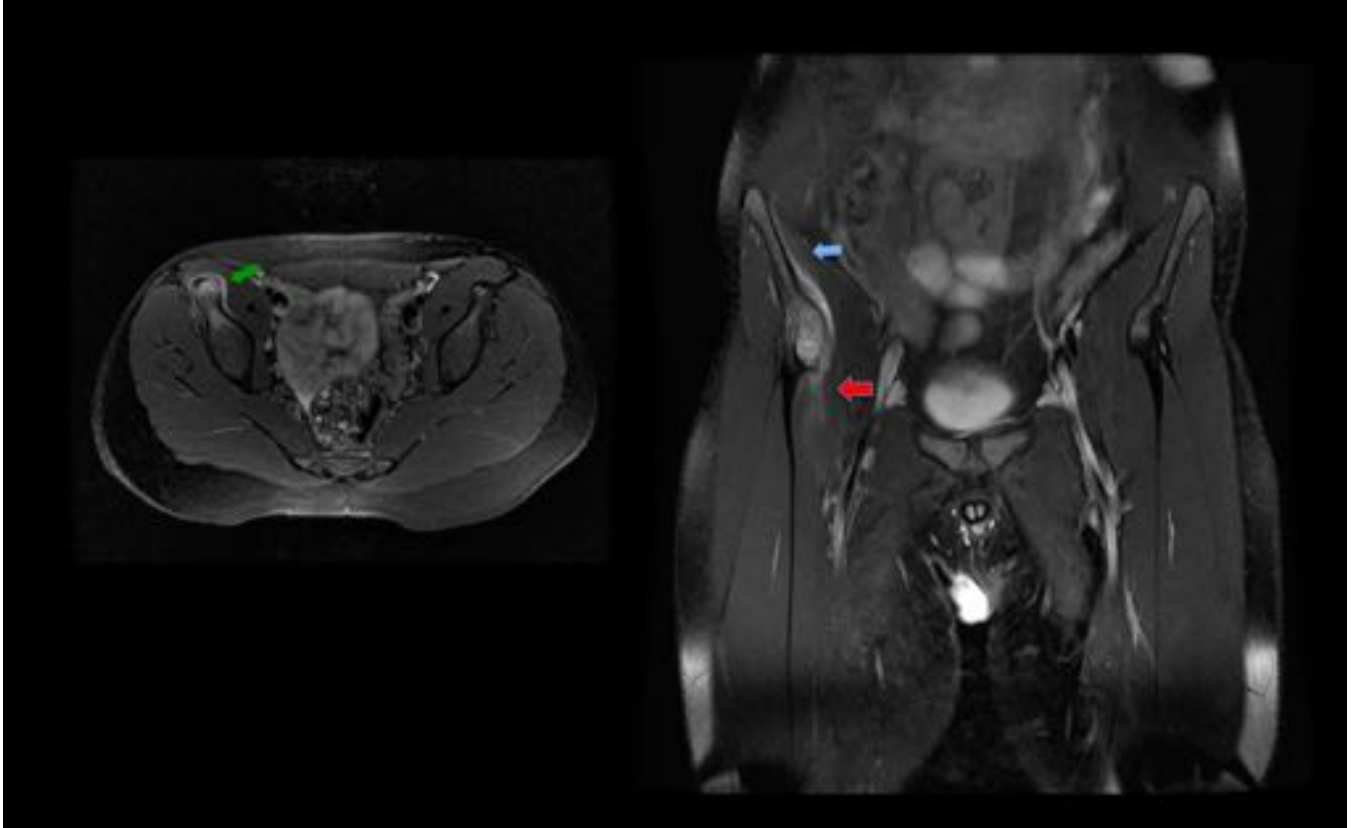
Apofisitis de espina iliaca anteroinferior. Varón de 12 años que al lanzar balón nota un chasquido inguinal dcho con posterior incapacidad para deambular y dolor inguinal dcho. Rx de pelvis normal. RM axial y coronal en DP FS: Deformidad y edema de la espina iliaca anteroinferior dcha (flecha verde), periostitis y edema de los tejidos blandos adyacentes (flecha azul) y de la inserción de la cabeza larga del recto femoral (flecha roja).
